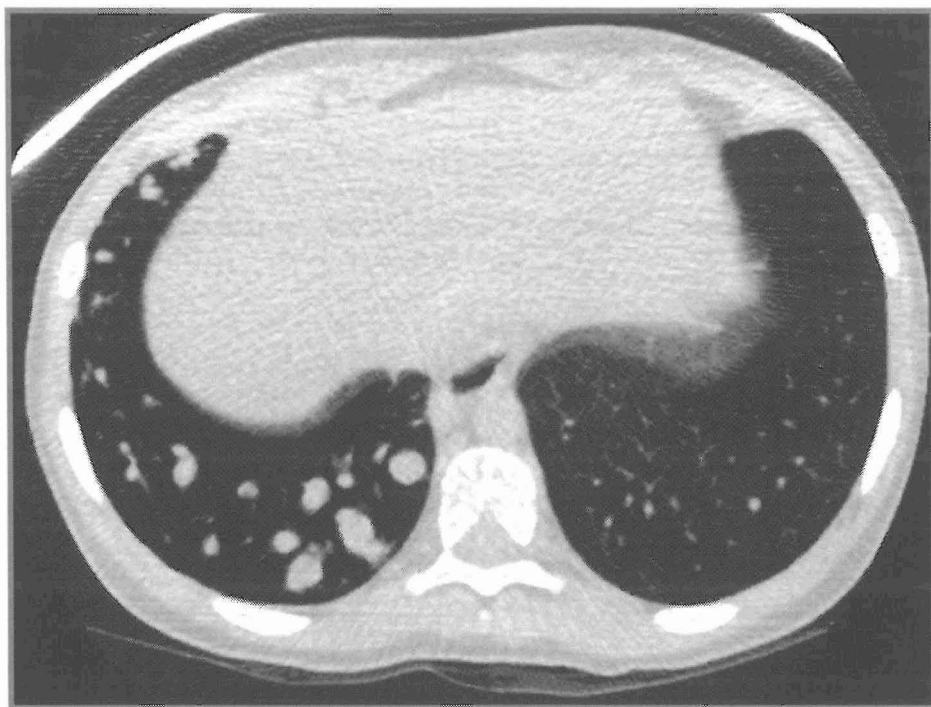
Tomografía computarizada de alta resolución en espiración.
